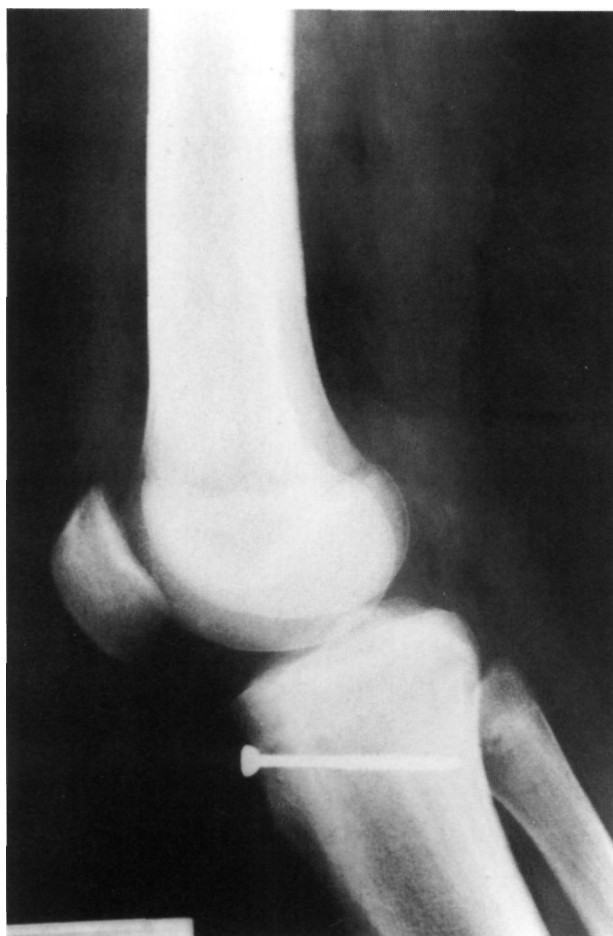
Radiografía realizada 3 días después de retirar la inmovilización. Se aprecia una línea calcificada por encima de la rótula, compatible con desinserción parcial del tendón cuadriceps.
